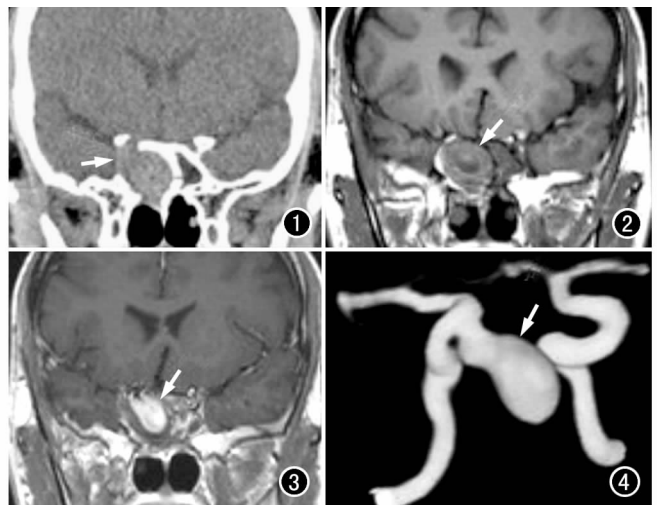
CT 平扫示蝶窦内软组织密度占位性病变, 蝶窦右外侧壁骨质破坏。图 2 T₁ WI 示蝶窦内混杂信号占位性病变, 中心可见血液流空信号。图 3 冠状面 MRI 增强示蝶窦内假性动脉瘤明显强化, 周围机化血肿无明显强化。图 4 容积再现图像显示假性动脉瘤起源于颈内动脉海绵窦段。
